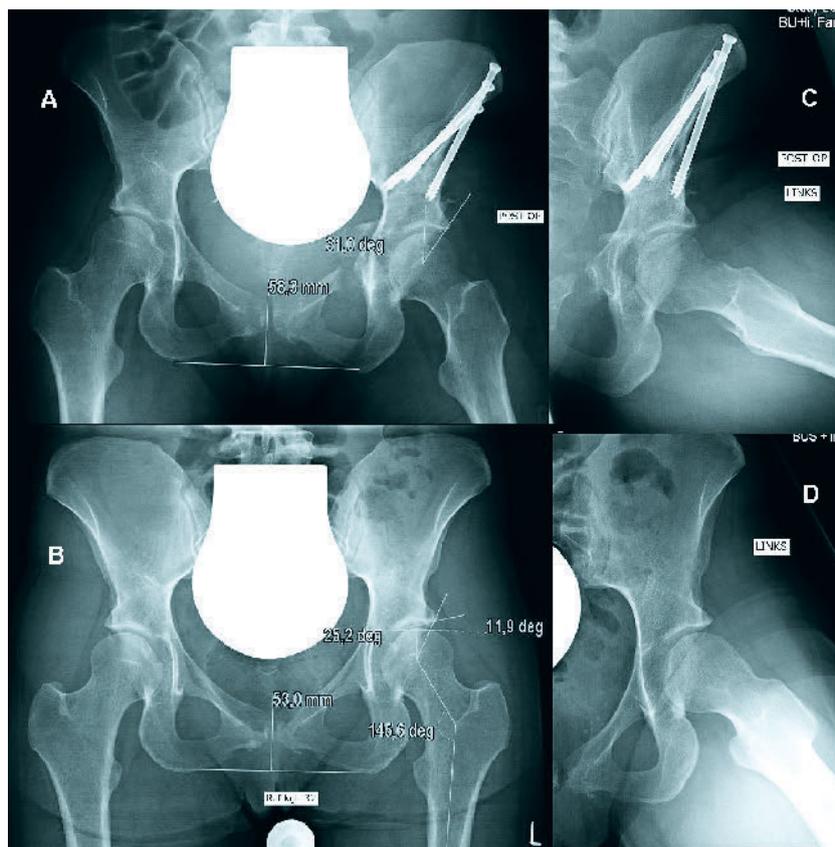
Röntgenparameter zur Bestimmung der acetabulären Überdachung, der Hüftzentrierung und der Konfiguration des Kopf-Schenkelhals-Übergangs (Normwerte in Tab. 1).
